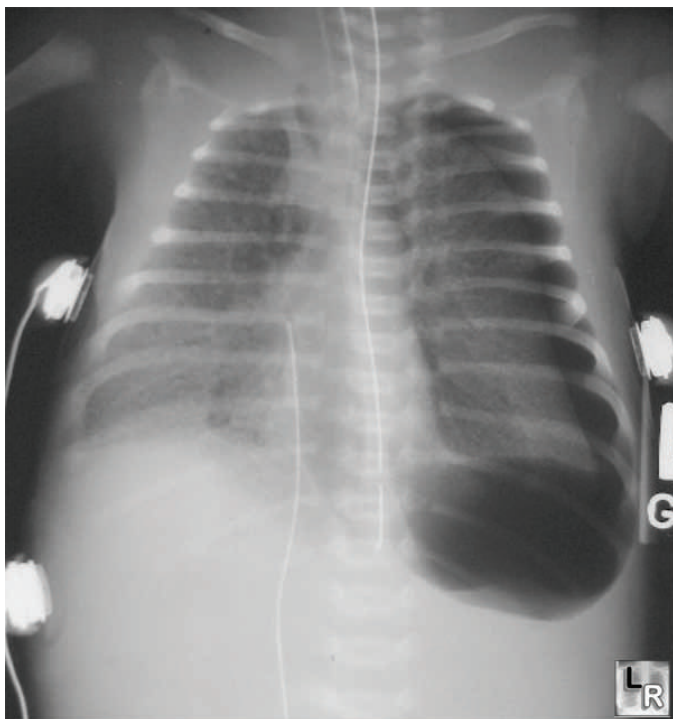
A radiografia de tórax mostra a presença de pneumotórax hipertensivo que desvia o coração e o mediastino para a direita. Injúria produzida em paciente intubado e submetido a longo período de ventilação com pressão positiva.
